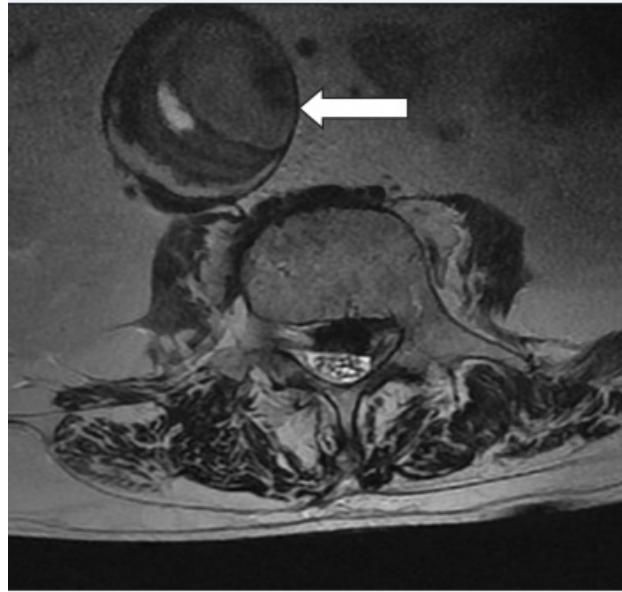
Imagem de RM em plano axial ponderada em T2. A seta aponta para AAA ao nível de L3
